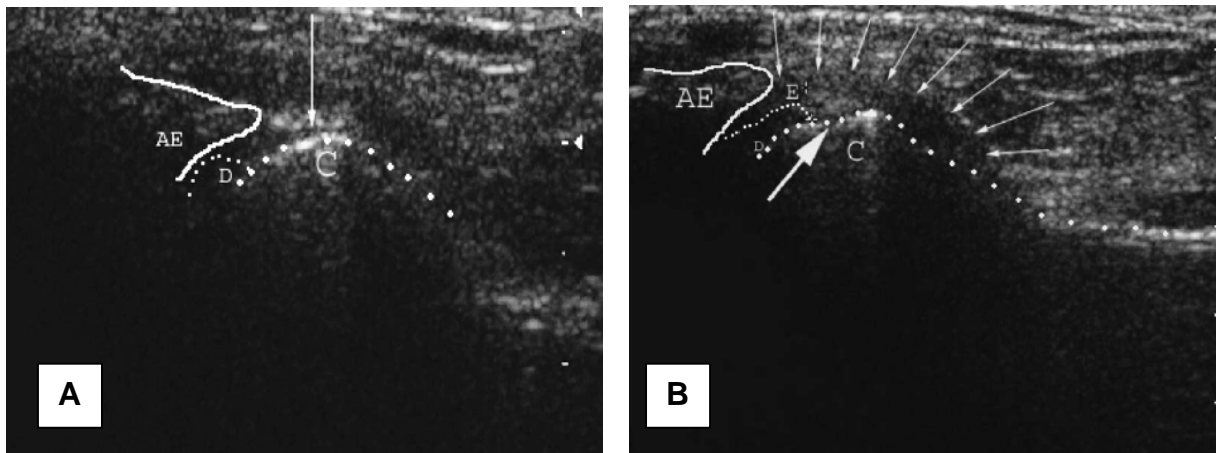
USG da ATM, mostrando o contorno da eminência articular (linha contínua), do côndilo (pontos maiores), do disco (pontos menores) e da cápsula (setas menores). A) ATM normal, com espaço articular estreito. B) ATM com derrame (E), alterações degenerativas (seta maior) e disco deslocado anteriormente. O topo das figuras está supostamente orientado para anterior e a esquerda para superior (AE – *articular eminence* = eminência articular, D – *disc* = disco, C – *condyle* = côndilo, E – *effusion* = derrame).
